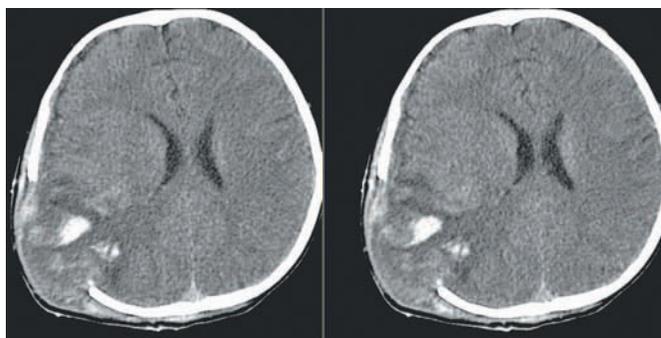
МСКТ. 7-е сутки после первой операции. Через дефект теменной кости пролабирует отечный мозг с геморрагическим пропитыванием. В лобной области правого полушария намечается формирование гидромы. Смещение срединных структур влево на 5,5 мм.
